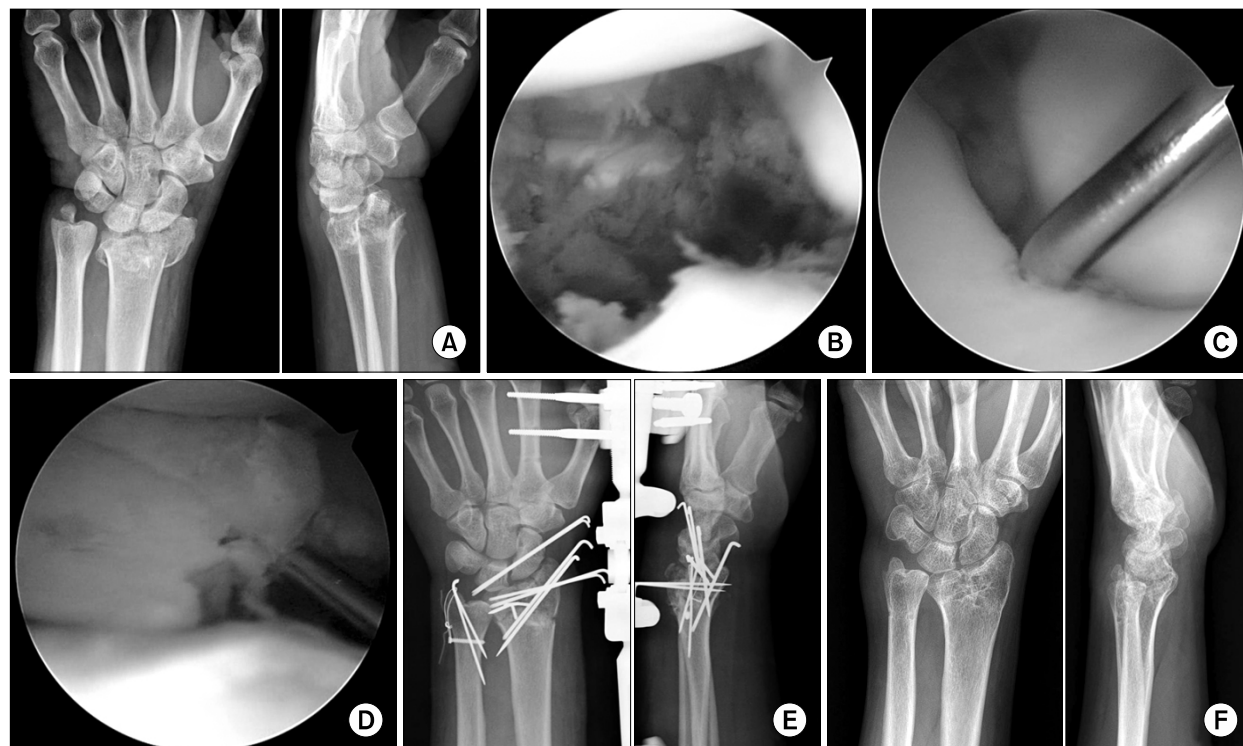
(A) Preoperative radiographs of 50-year-old male patient who fell showing an AO type C3 distal radius fracture of his left wrist. (B) Arthroscopic examination revealed intraarticular impaction and gap formation. (C) The view through the midcarpal portal shows a grade II tear of the scapholunate interosseous ligament. (D) Arthroscopic image shows the restoration of the articular surface after reduction and pin fixation. (E) Arthroscopically assisted reduction and percutaneous pinning for the scapholunate interosseous ligament injury was performed. The ulnar styloid fracture was stabilized with a tension band wiring technique. (F) The postoperative 14-months radiographs show satisfactory healing.
